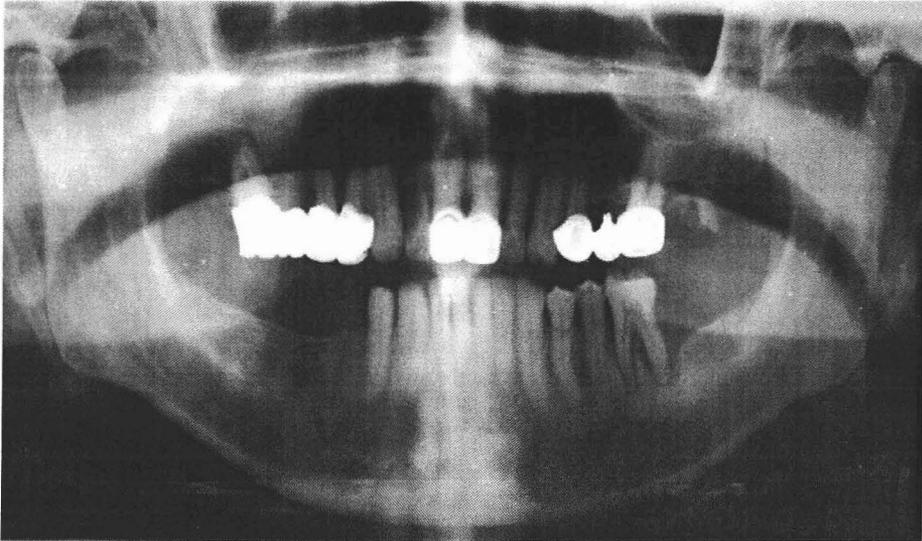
Radiografía panorámica antes del tratamiento
